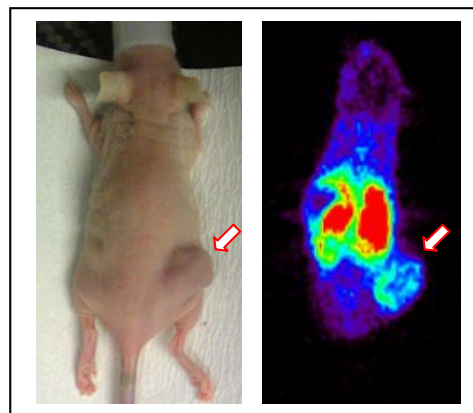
<sup>64</sup>Cu-HP 投与 24 時間後の PET 画像
